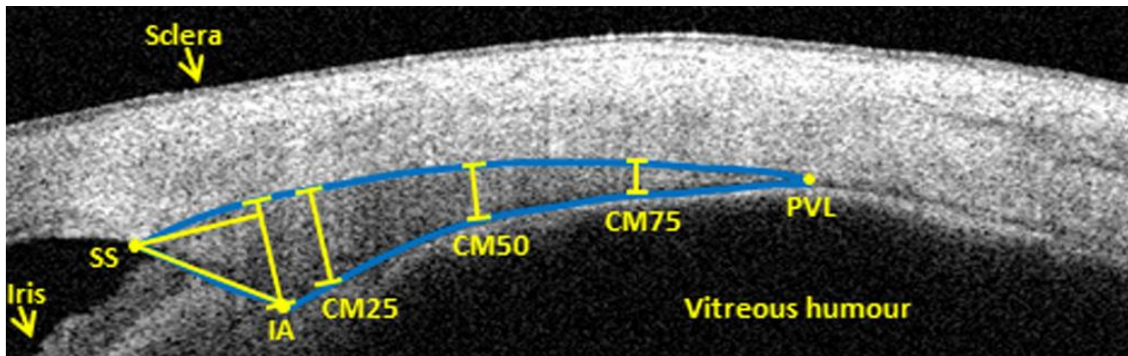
Diferentes medidas del músculo ciliar realizadas mediante OCT Visante. Extraída de Laughton y cols. A program to analyze optical coherence tomography images of the ciliary muscle.¹¹²
